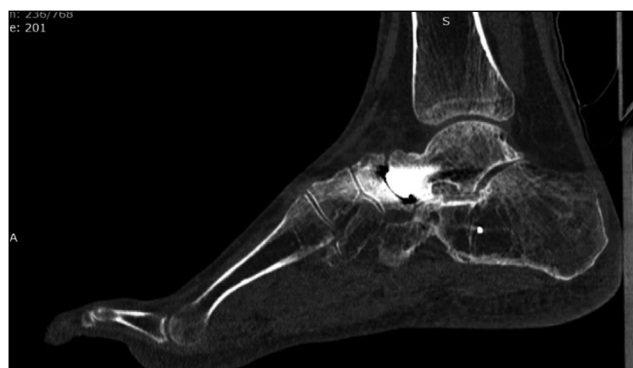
Сагиттальный срез компьютерной томограммы правого голеностопного сустава и стопы через 24 месяца после проведенного лечения: не определяются лизисы около ножки эндопротеза, признаки прогрессирования дегенеративных изменений суставной поверхности ладьевидной кости.
